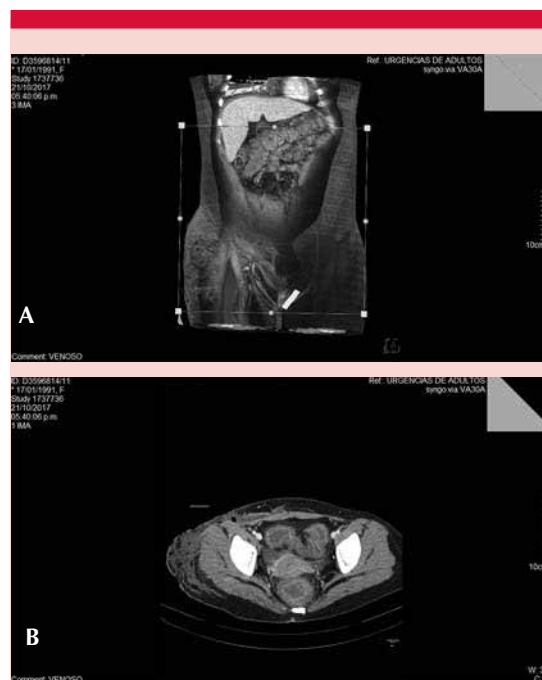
Tomografía abdominopélvica en corte axial en la pelvis en fase contrastada (A) y reconstrucción tridimensional en corte coronal (B).
